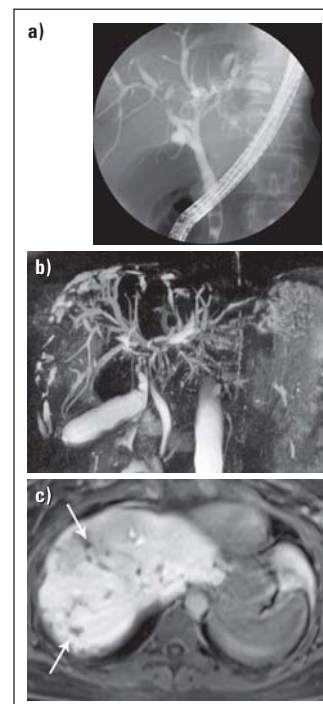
Nichtinvasive Diagnose der Primär Sklerosierenden Cholangitis (PSC) mit MRT im Vergleich zur ERCP. (a) Die diagnostische ERCP zeigt vor allem linksseitig Konturunregelmäßigkeiten der Gallenwege. (b) In der konventionellen MR-Cholangiographie (in der Gallenflüssigkeit als natürliches „Kontrastmittel“ fungiert) erkennt man deutlich die starke diffuse Ausprägung der Erkrankung mit Konturunregelmäßigkeiten und zahlreichen kurzstreckigen Stenosen sowie Dilatationen der intrahepatischen Gallenwege in beiden Leberlappen. (c) Nach Gabe von leberspezifischem Kontrastmittel (Gadoxetat) demarkieren sich subkapsuläre Areale im rechten Leberlappen, welche vermindert Kontrastmittel aufnehmen (Pfeile), hinweisend auf eine chronische Entzündung mit konsekutiven Leberparenchymschäden.
